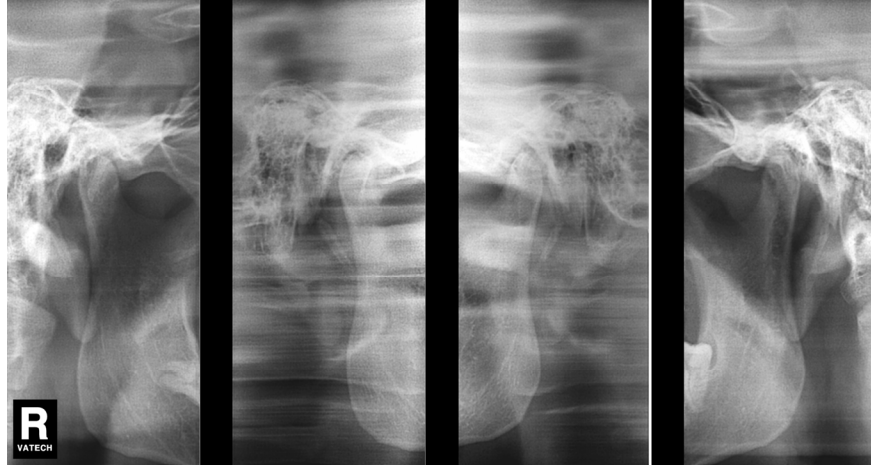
Lateral panoramik radyografide kondiler erozyon
